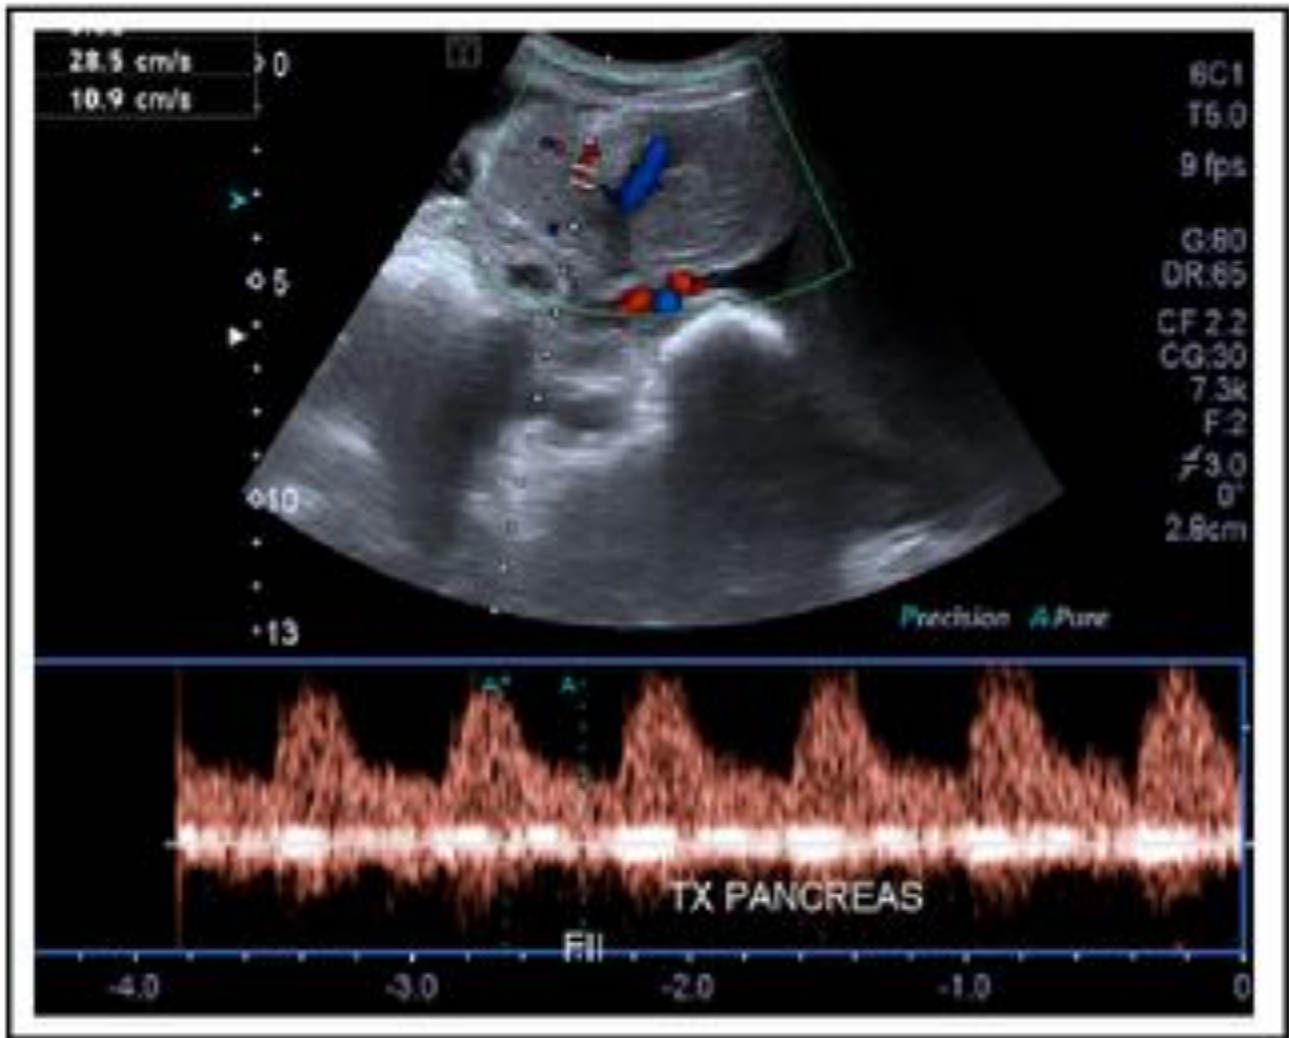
Imagen de ecografía Doppler a nivel del cuerpo del injerto pancreático que muestra una onda arterial normal con morfología de baja resistencia de la arteria principal del injerto.
